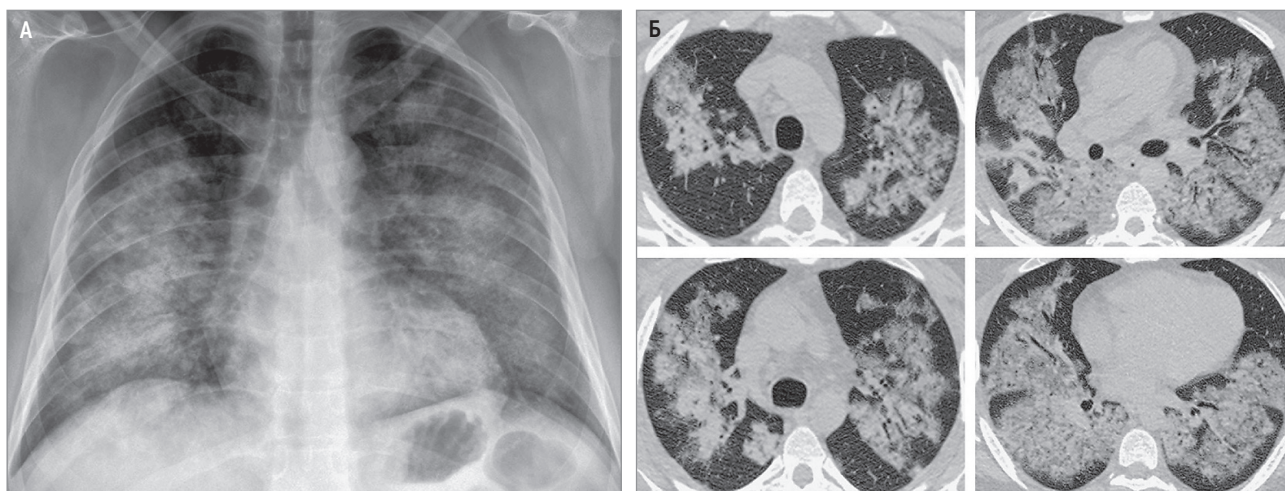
Диффузные легочные затемнения, обусловленные легочным кровотечением, при гранулематозе с полиангиитом: А – мультифокальные 2-сторонние участки уплотнения легочной ткани; рентгенография органов в прямой проекции; Б – мультифокальные участки по типу «матового стекла», ассоциированные с линейными и ретикулярными изменениями; перибронхиальная локализация этих уплотнений в верхних долях с многочисленными воздушными бронхограммами (находки, обусловленные легочным кровотечением, но неспецифичные); компьютерная томография высокого разрешения в аксиальной проекции, легочное окно
